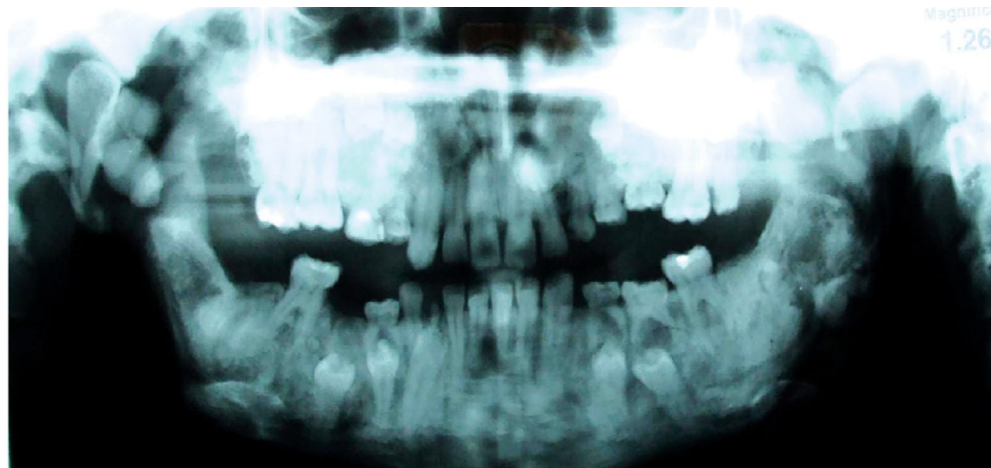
Ortopantomografia e fotografias intra-orais de uma paciente do sexo feminino de 24 anos de idade diagnosticada com polipose adenomatosa familiar.
